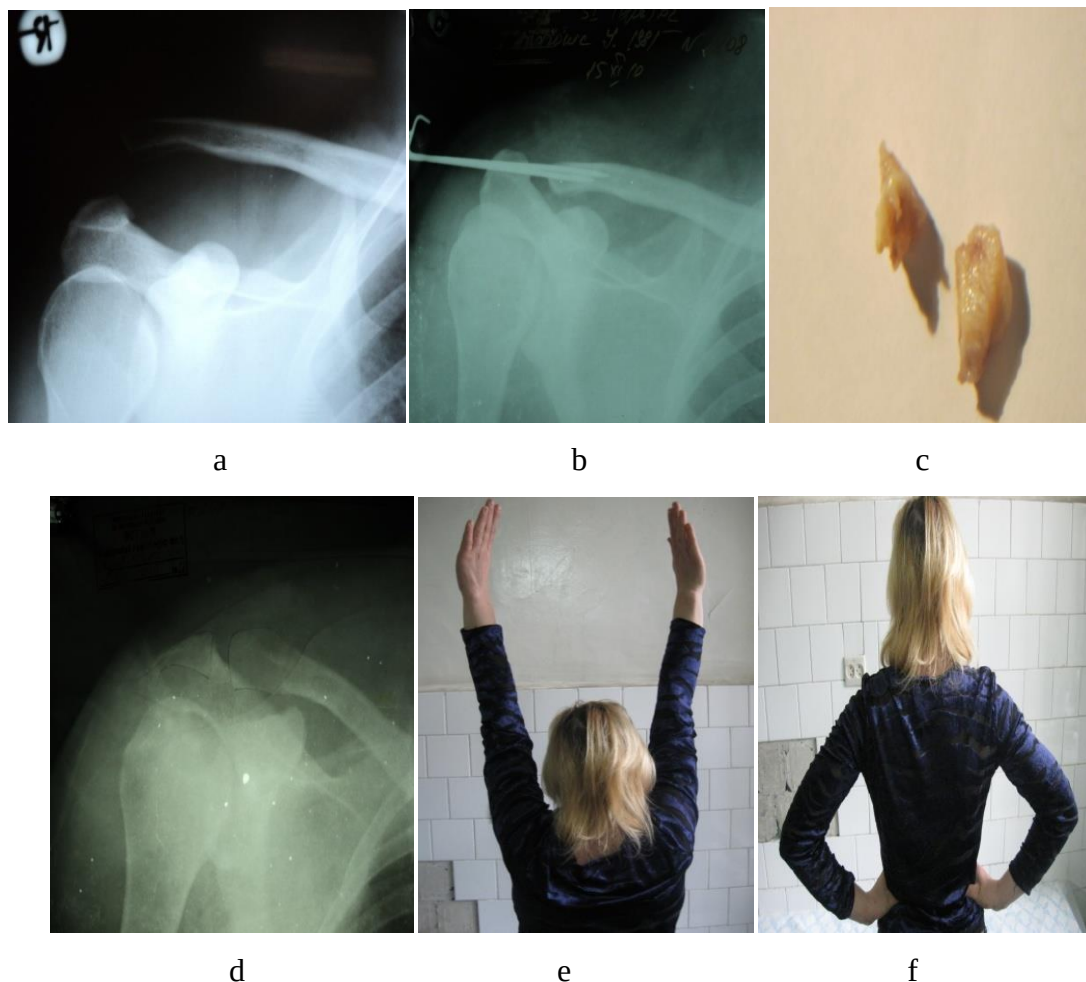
Pacienta C.: a - imaginea radiografică antero-posterioară a articulației acromio-claviculare pe dreapta, b - imaginea radiografică postoperatorie, c - discul intraarticular lezat, d - imaginea radiografică după înlăturarea broșelor (peste 6 săptămâni), e, f - volumul mișcărilor peste 6 luni.
